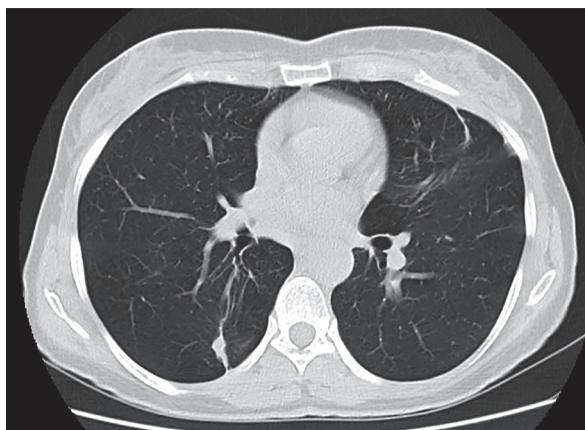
TC de tórax com resolução da consolidação basal direita persistindo pequenas opacidades reticulares cicatriciais.
